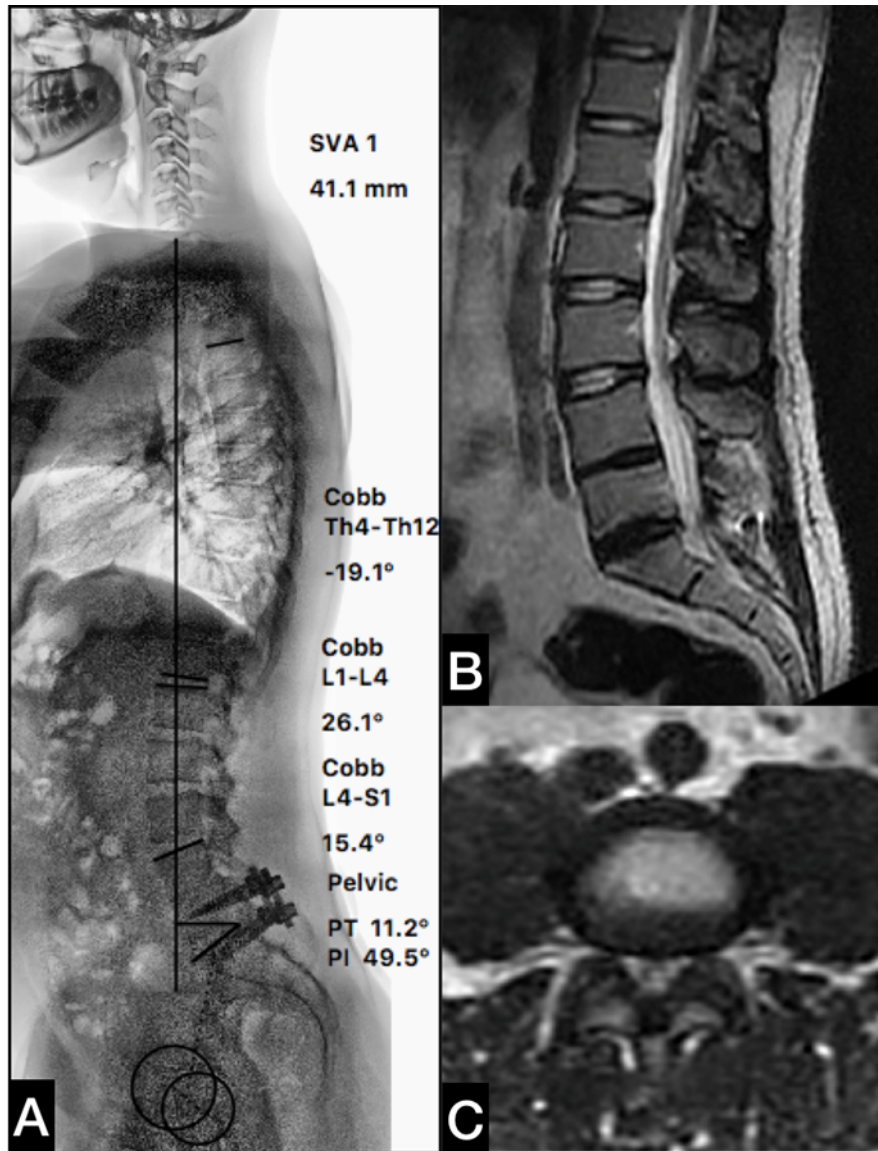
(А) Телерентгенография пациента 36 лет после спондилодеза на уровне L_{IV} - L_V (2005) и L_V - S_I (2014) с фасет-синдромом. Компенсаторный гиперлордоз в сегментах L_I - L_{IV} ($LL_{L_{IV}-S_I}/LL = 0,37$), другие параметры не нарушены. По данным МРТ (В,С) тенденция к формированию стеноза на смежном уровне
